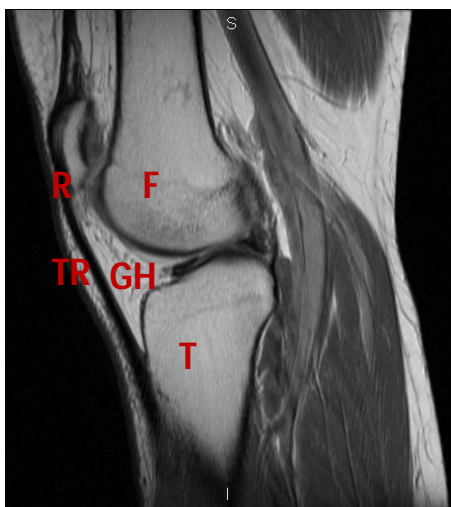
Corte sagital de la articulación de la rodilla con RM (secuencia potenciada en T1) donde podemos observar la grasa de Hoffa (GH), el fémur (F), la tibia (T), la rótula (R), el tendón rotuliano (TR) y otras estructuras adyacentes.
